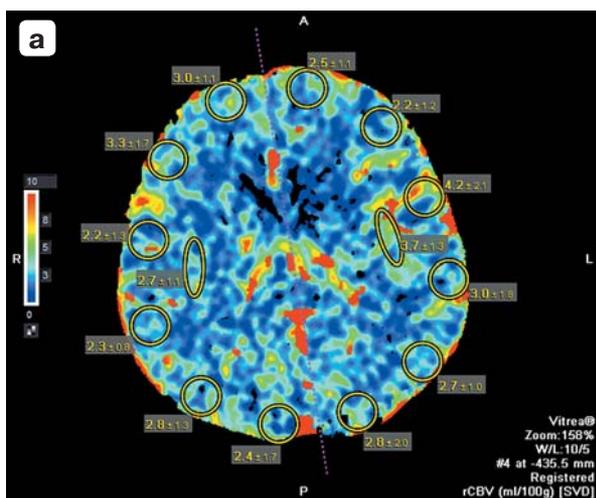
а–в. КТ-перфузия головного мозга, выполненная при поступлении в стационар. Обращает на себя внимание асимметрия межполушарной перфузии головного мозга.
